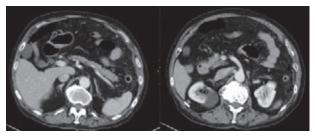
入院時腹部造影 CT 検査:free air および脂肪織 濃度の上昇を認めた。
